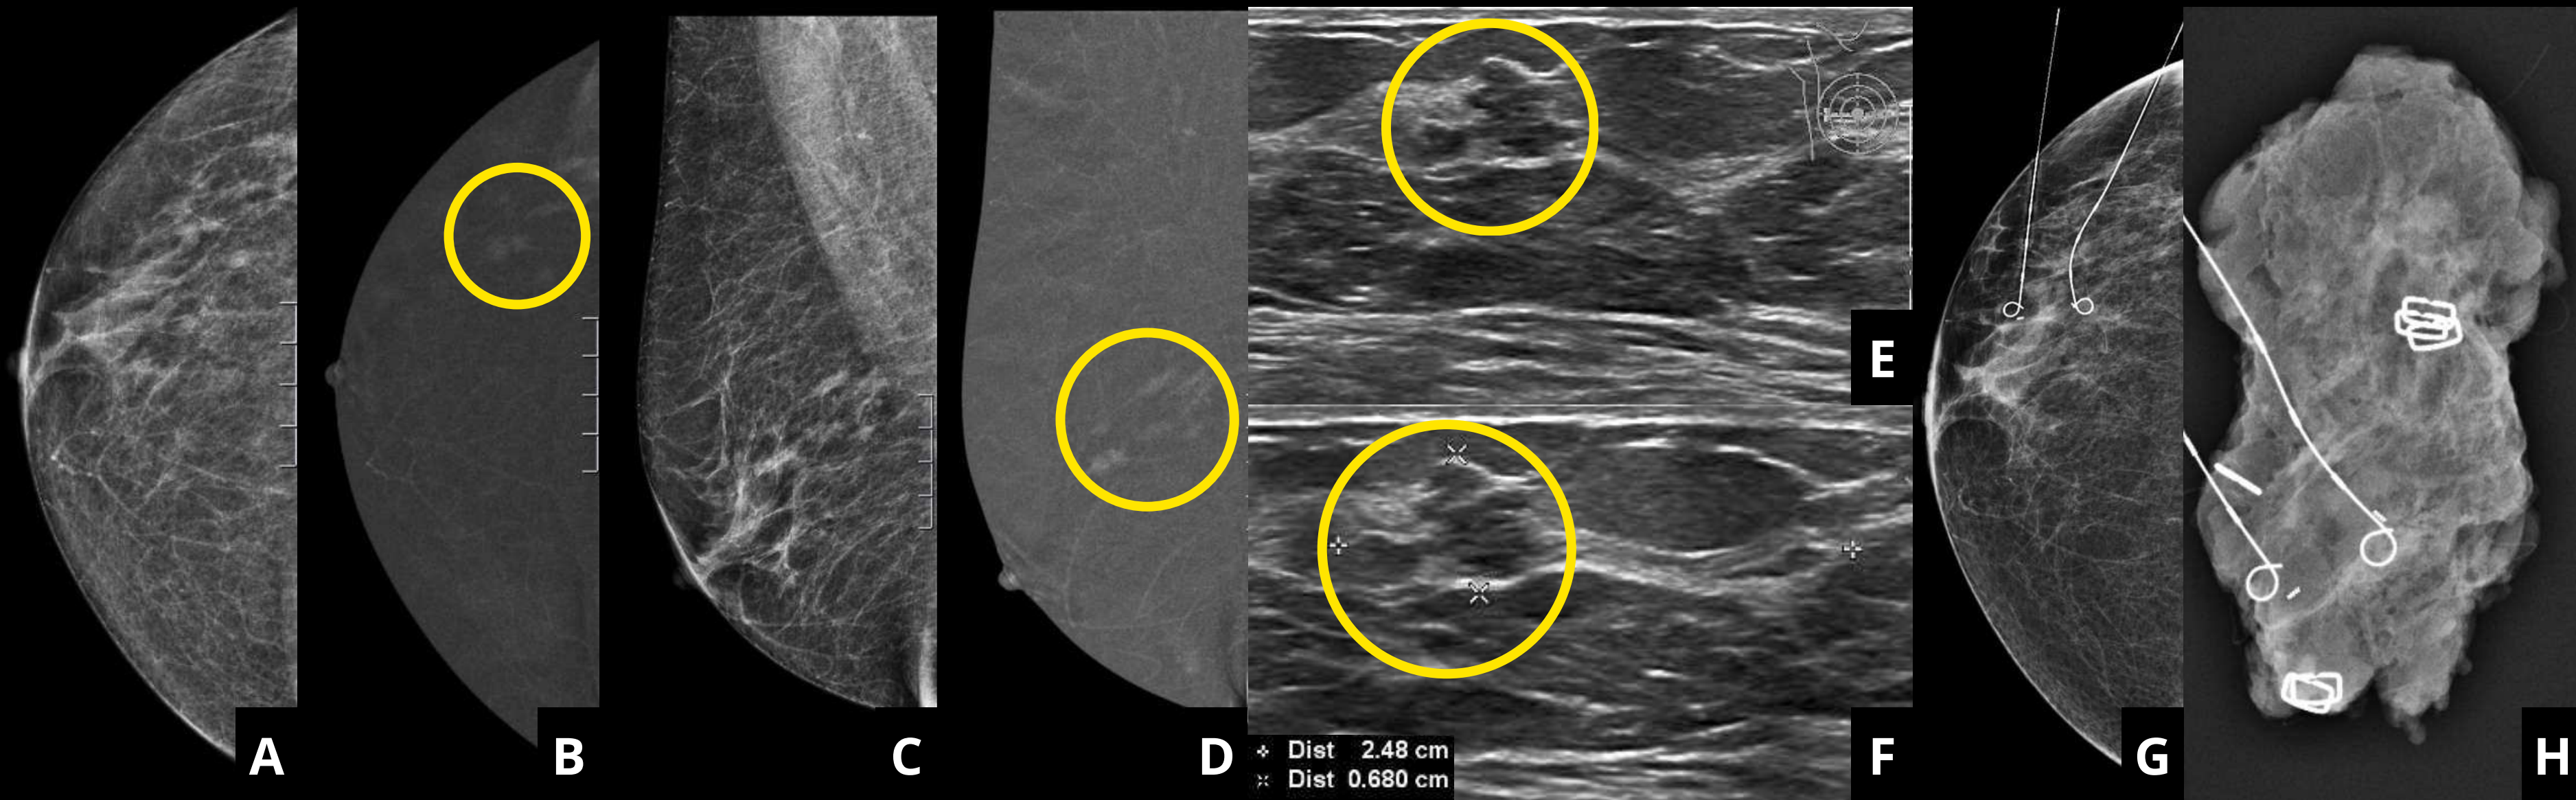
Imágenes de mamografía con contraste intravenoso, ecografía y pieza quirúrgica (H), en las que un realce no masa que en la ecografía se correlaciona con una lesión irregular (círculo amarillo). La lesión fue biopsiada y marcada, en la imagen G podemos ver la mamografía posterior, y en H la pieza quirúrgica obtenida, con marcadores y arpones.
